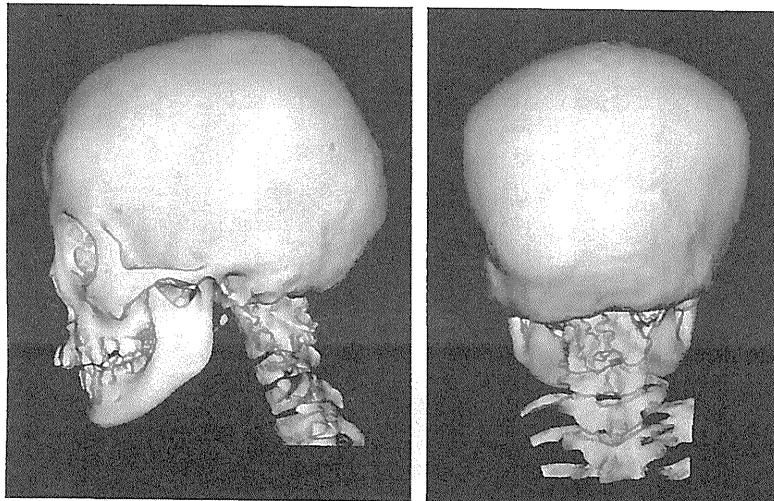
頭部および頸椎部単純CT骨条件3D再構成画像
